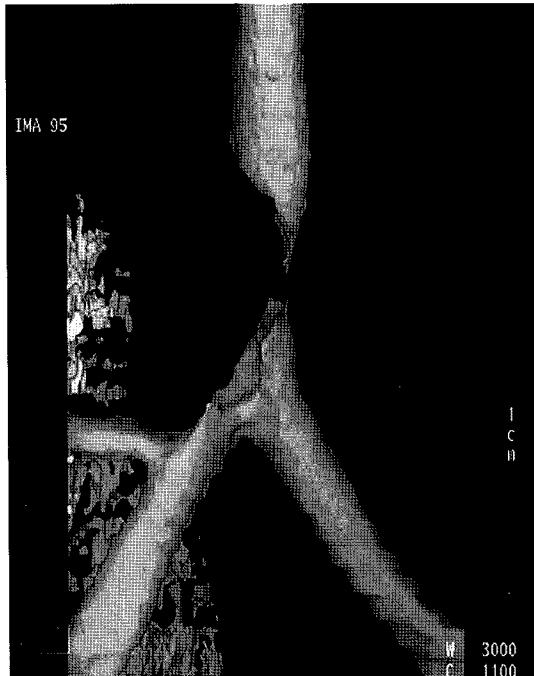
B. 3-dimensional CT of trachea and main bronchus shows tracheal lumen that marked narrowing to right upper bronchus level, 2cm length.
